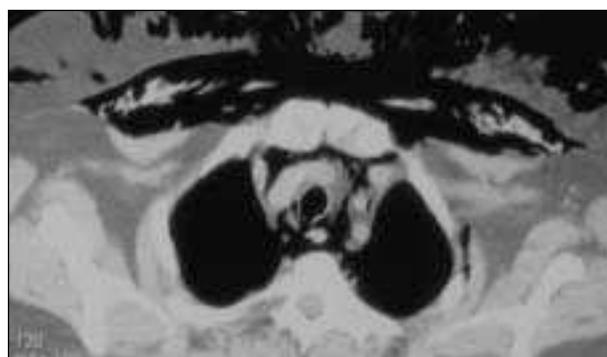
TAC: enfisema subcutáneo y mediastínico.
